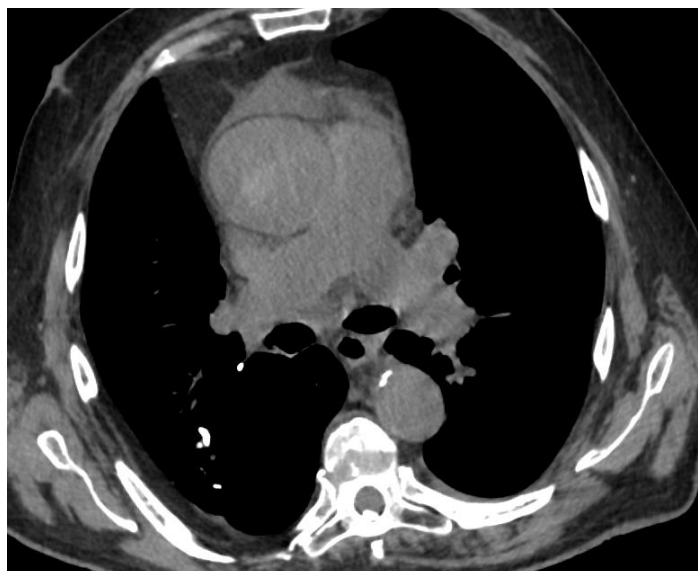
КТ ОГК, аксиальный срез (без контрастного усиления), демонстрирующий аневризматическое расширение восходящей аорты (без результатов работы ТИИ). Видна четкая граница расширенного просвета диаметром около 53 мм
